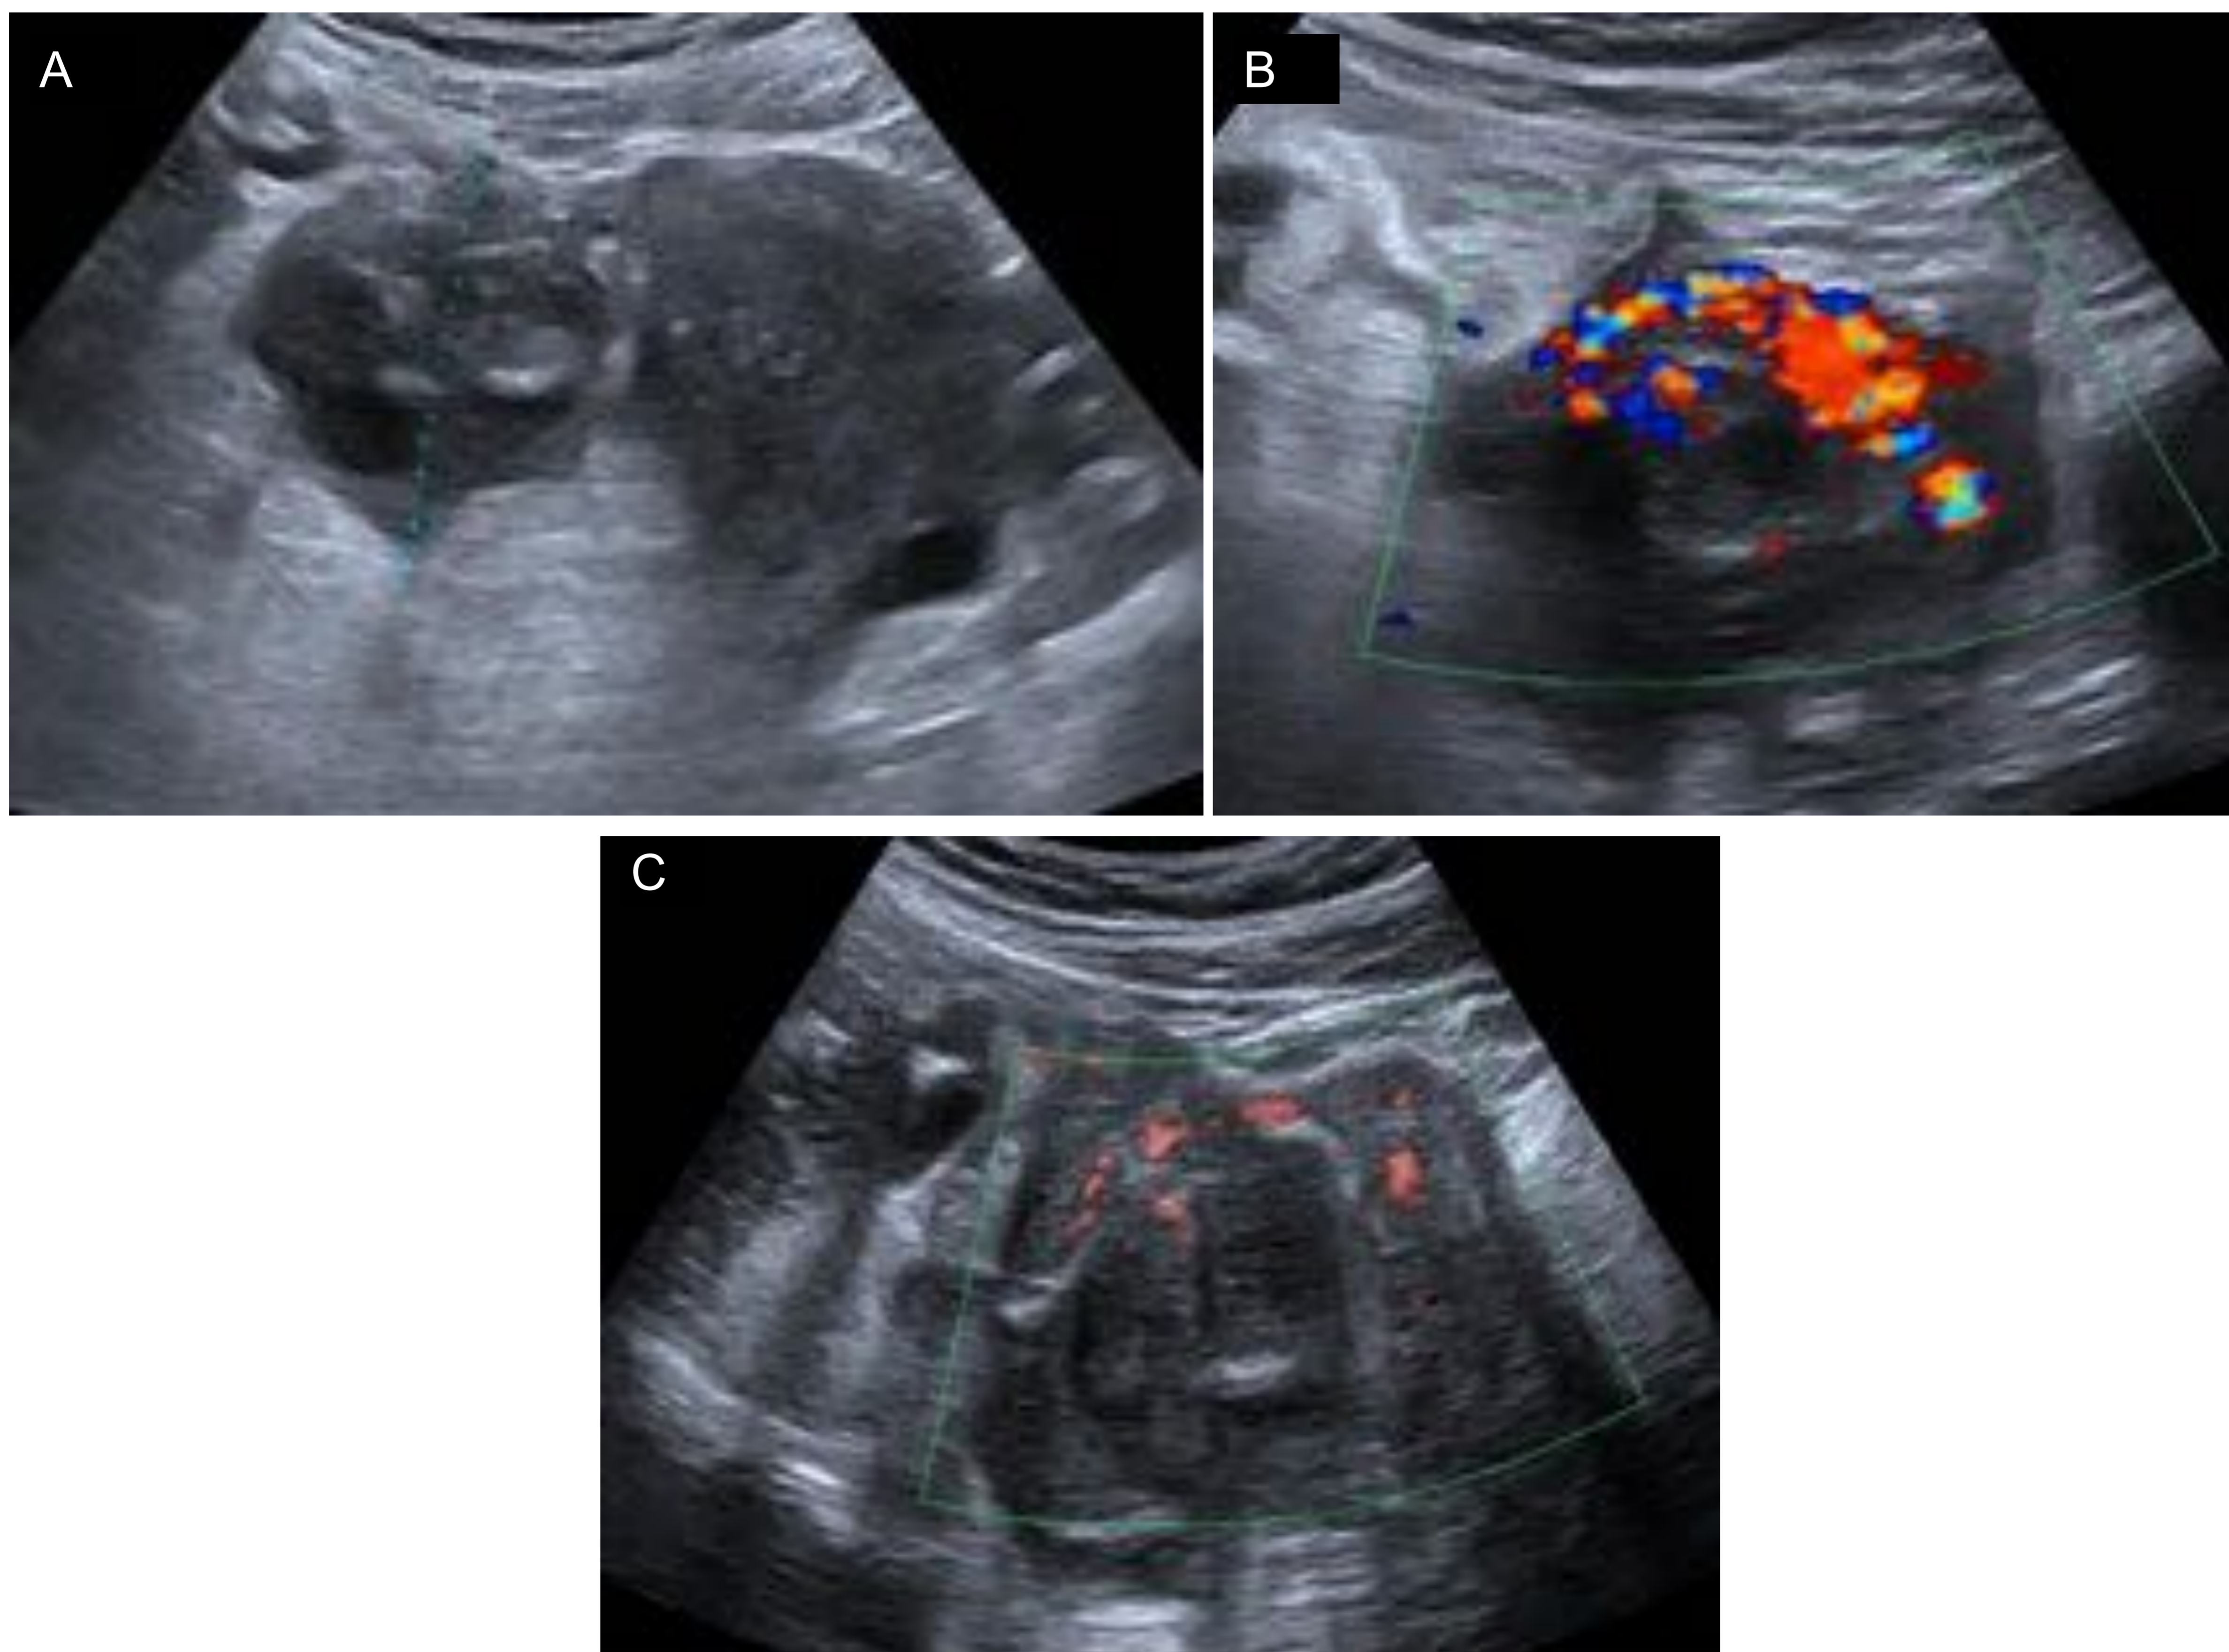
Mujer de 45 años con sospecha de cólico nefrítico derecho. A) Ecografía en modo B con la imagen de ovario derecho aumentado de tamaño con folículos. B) Ecografía Doppler color con imagen tubular girando sobre sí misma, con signo de los vasos en remolino, hallazgos compatibles con torsión del pedículo ovárico C) Ecografía power Doppler con escaso flujo en el ovario. En la cirugía se observó plastrón inflamatorio que englobaba ciego, meso, apéndice, cara posterior uterina y anexo derecho con adherencias firmes que condicionaban torsión anexial derecha, con abundante contenido purulento. Se realizó anexectomía derecha. La anatomía patológica reveló una enfermedad pélvica inflamatoria con trompa abscesificada que se extendía al ovario.
